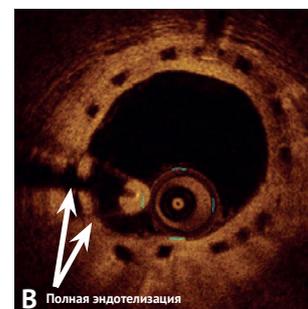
Оптико-когерентная томографическая картина биодеградируемых стентов Absorb спустя 6 месяцев после имплантации: А – частичная эндотелизация балок стента; В – полная эндотелизация балок
